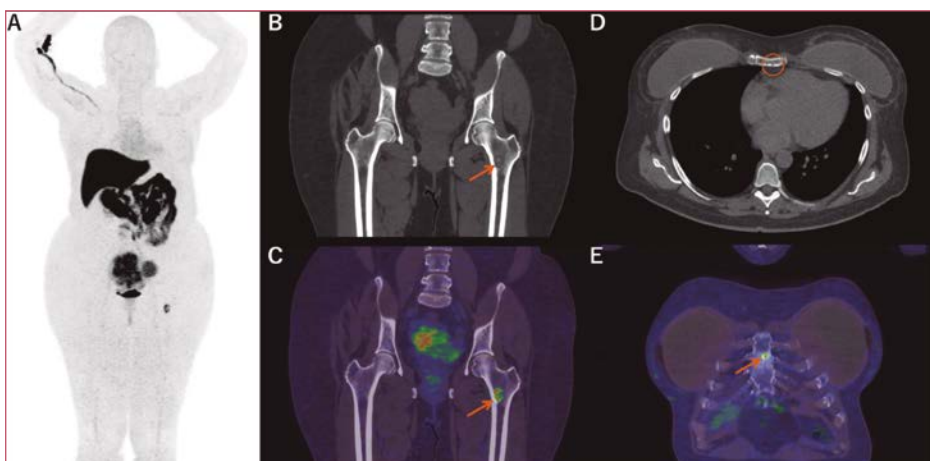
Caso ilustrativo para demonstração da alta sensibilidade do PET-FES na detecção de lesões ósseas metastáticas. Carcinoma Ductal Invasivo primário, com lesão metastática no fêmur (B e C) e uma pequena lesão no esterno (D e E).
